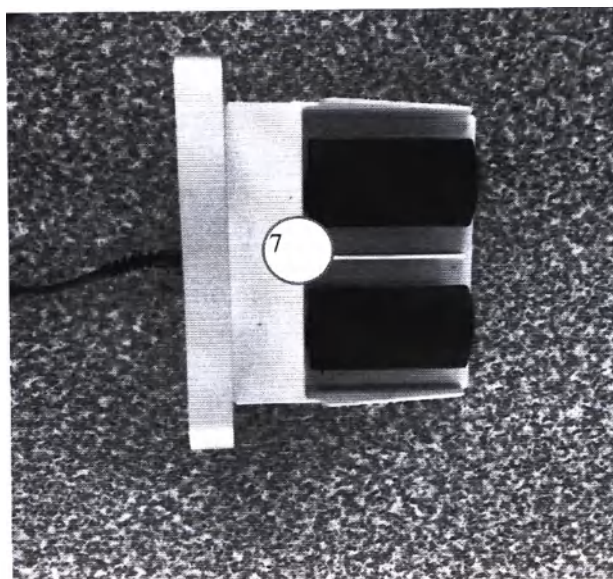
Педаль включения рентгеновского излучения
